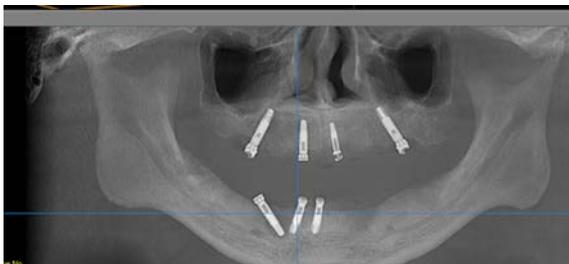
Ortopantomografía obtenida de tomografía OnDemand. Fuente Directa
